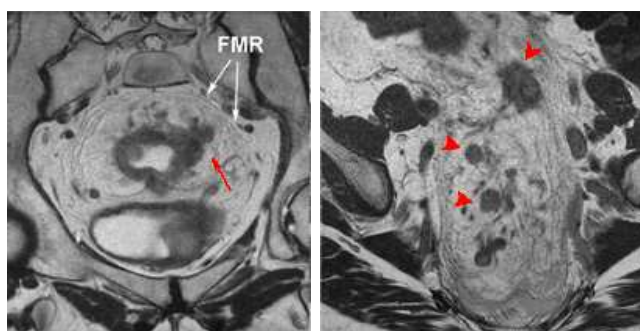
Estadificación clínica mediante RMN. Se muestra infiltración de la grasa perirrectal (flecha roja), aunque sin alcanzar fascia mesorrectal y adenopatías tumorales (cabezas de flecha).
